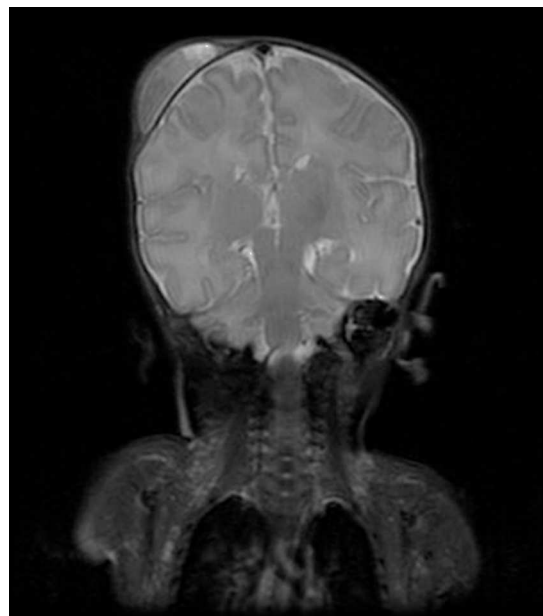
RM craneal en corte coronal donde se aprecia el cefalohematoma parietal derecho pero sin presencia de lesión intracraneal asociada.
